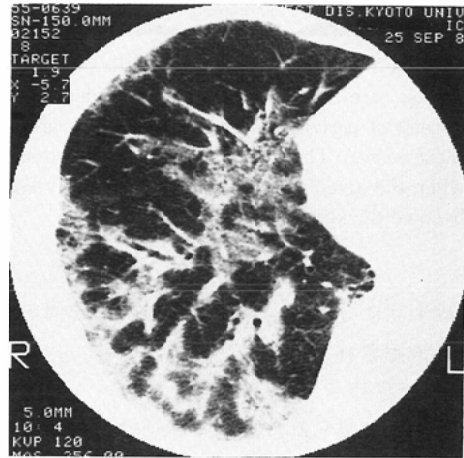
CT of IIP. The lesions are denser and demarcated clearly from adjacent lung fields. The size of the lesions varies from lobular to multilobular. Air bronchogram is usually seen.
